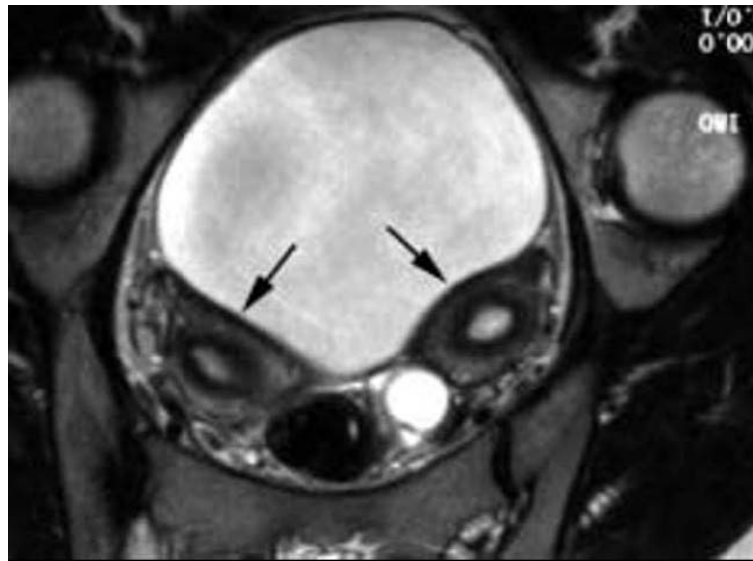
IRM T2 : Les deux cornes utérines (→) séparées par la vessie sont repérées grâce à la bonne différenciation endomètre myomètre. (31)
